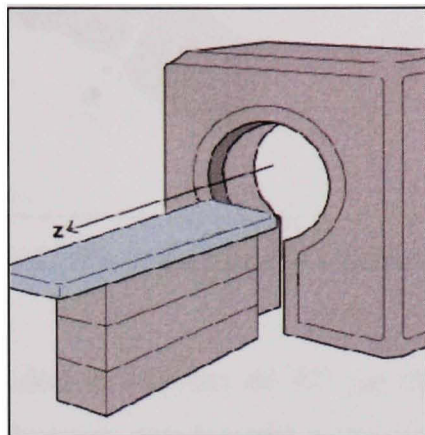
Tomographe à rayons X.
